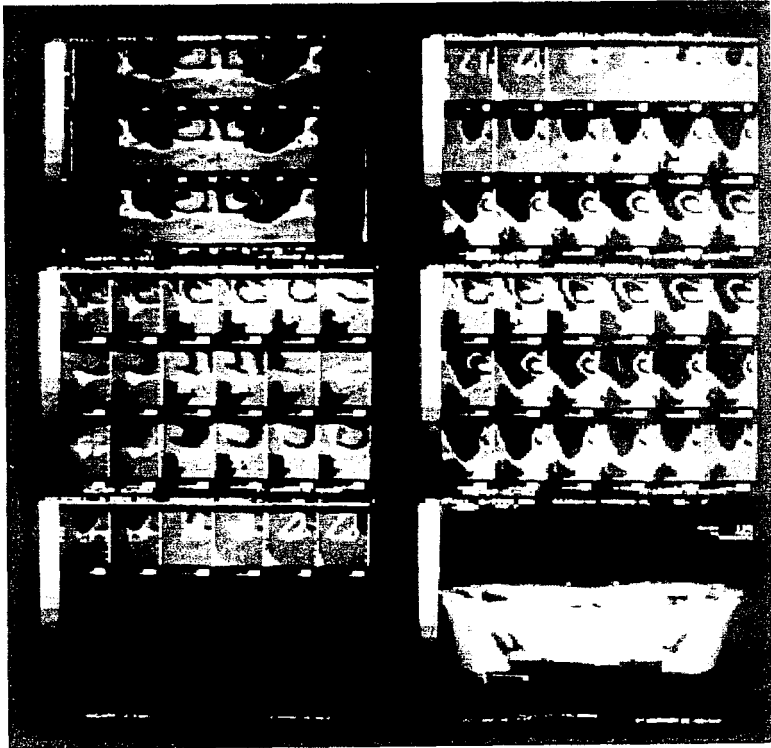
Radiografía que nos muestra en su parte superior fosas nasales; A la derecha y en la parte de abajo nos muestra cortes en donde se pretenden colocar los implantes.
